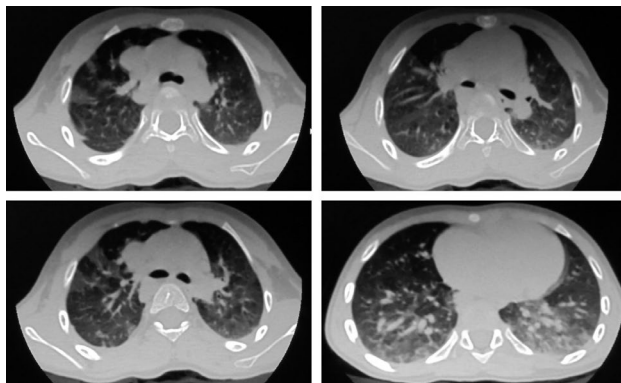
Компьютерная томограмма легких пациентки А. в возрасте 2 лет.
